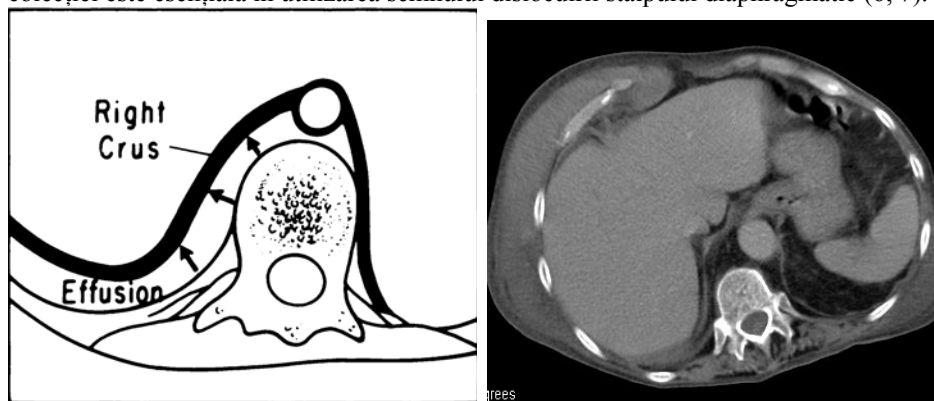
Ilustrarea semnului dislocuirii stâlpului diafragmatic. Stâlpul diafragmatic este reprezentat de linia neagră îngroșată. Lichidul care deplasează stâlpul de coloana vertebrală este lichid pleural. Pe imaginea CT se observă lichid pleural ce dislocuiește stâlpul diafragmatic drept anterolateral de coloana vertebrală.
